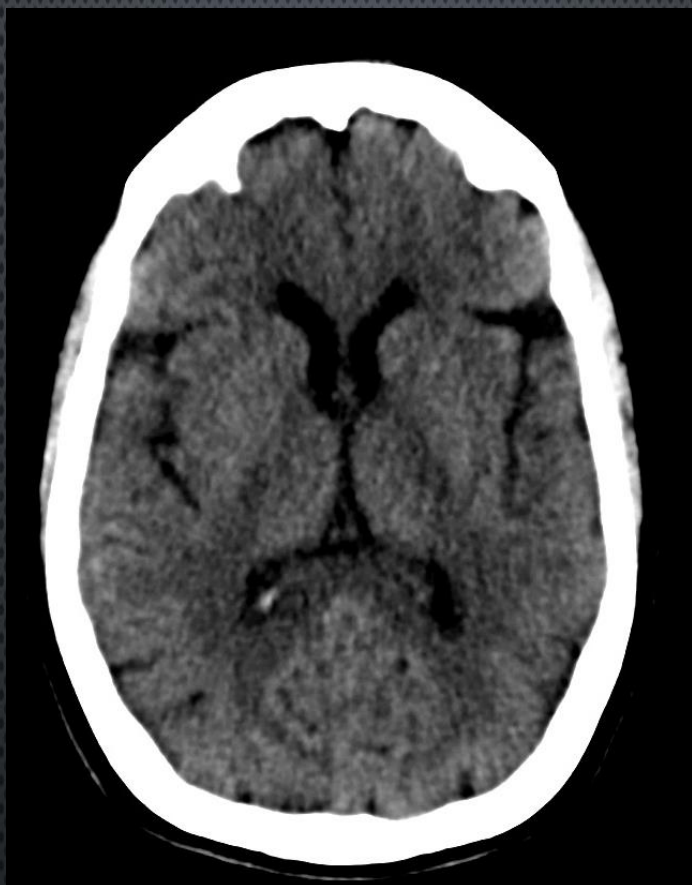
Tomografía de cerebro en corte axial :
